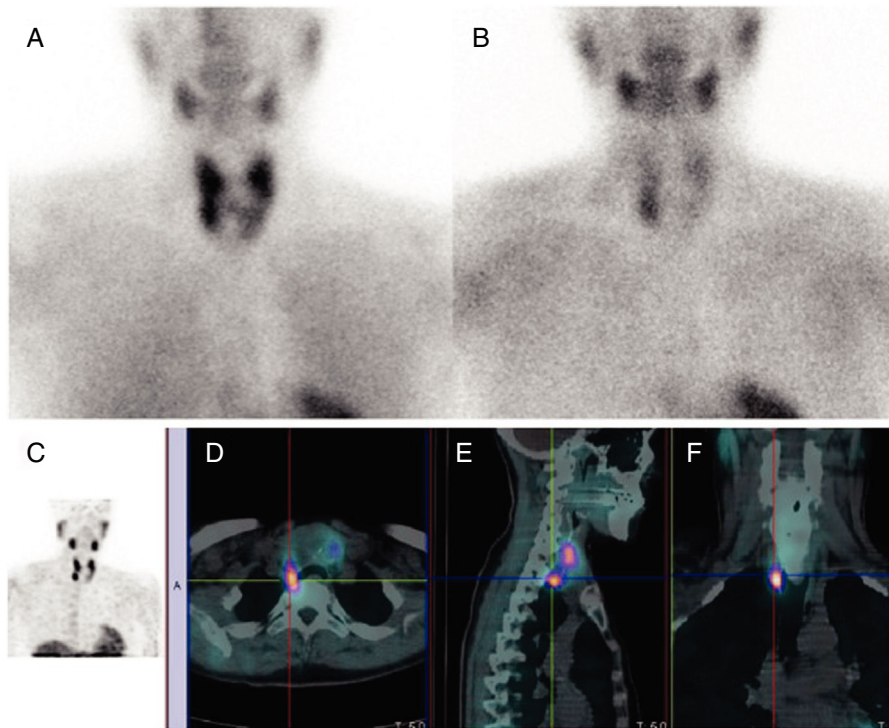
Gammagrafía de doble fase paratiroides con ^{99m}Tc -MIBI (A: imagen precoz; B: imagen tardía) en un paciente con patológica nodular tiroidea. En la imagen planar precoz se aprecia una distribución heterogénea del trazador en la glándula tiroidea; en la imagen tardía se observa que persiste un depósito del trazador en localización inferior derecha, en la que existe la duda de paratiroides patológica vs. nódulo tiroideo. En la SPECT/TC precoz: proyección de máxima intensidad (C) y cortes axiales (D), sagitales (E) y coronales (F) de fusión; este foco se corresponde con una imagen nodular posterior al polo inferior del lóbulo tiroideo derecho, compatible con paratiroides patológica.
